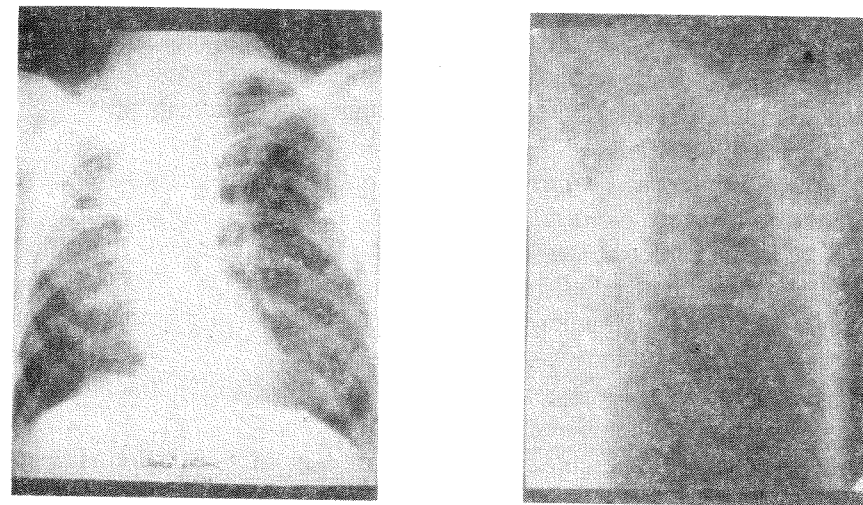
Tuberculoză pulmonară cavităară gigantă, lob superior drept (Radiografie pulmonară față și tomografie)
